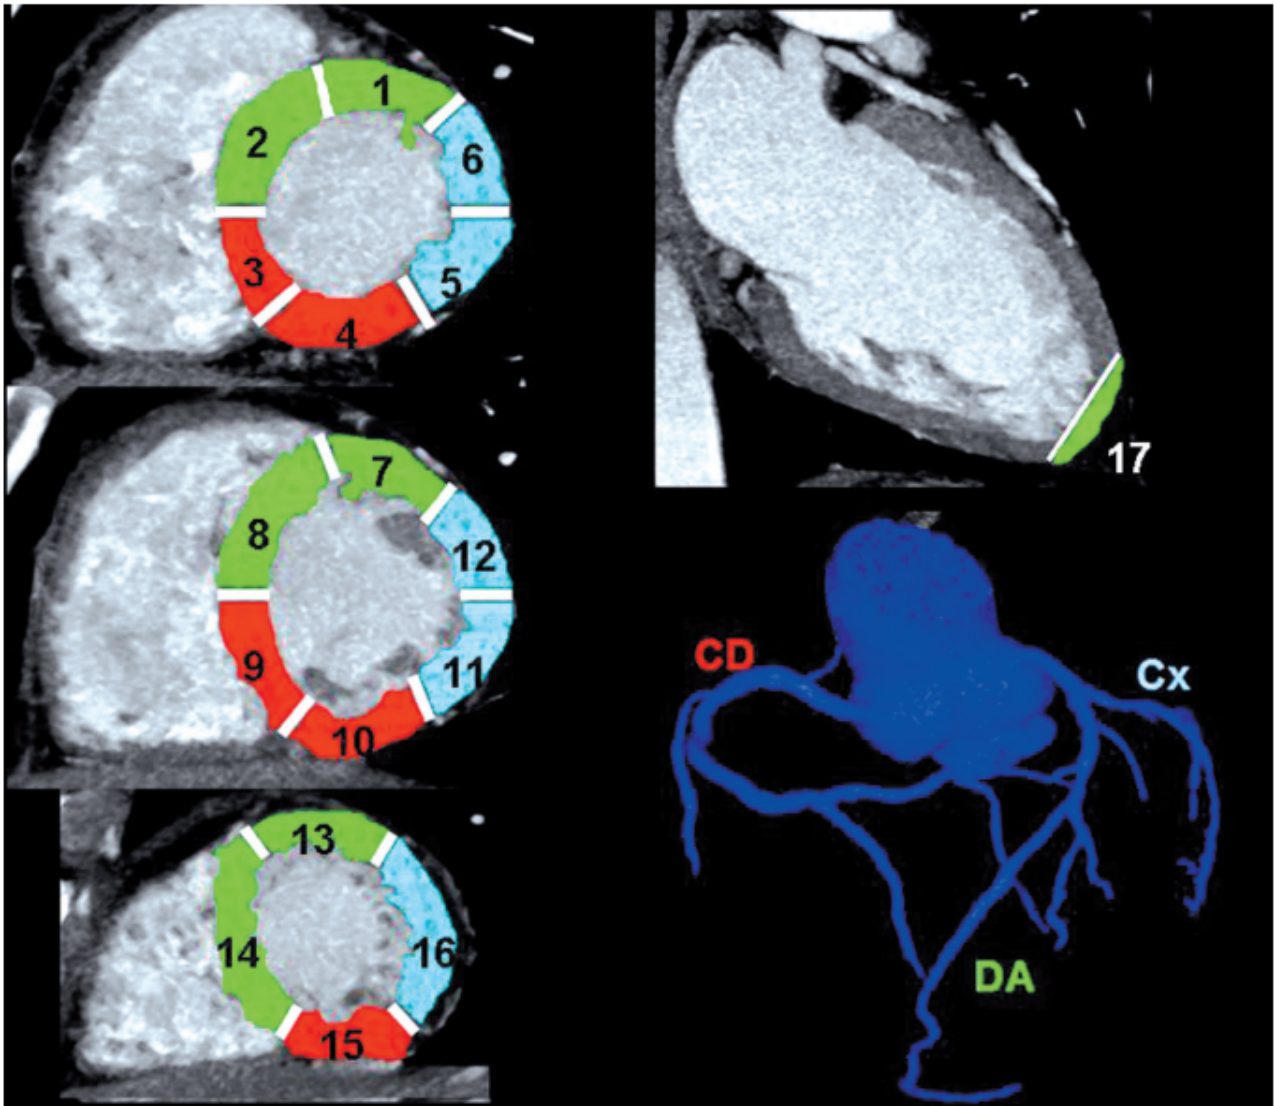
Correspondencia entre los 17 segmentos miocárdicos y los territorios irrigados por las arterias coronarias principales. CD: arteria coronaria derecha. Cx: arteria circunfleja. DA: arteria descendente anterior. 1: basal anterior. 2: basal anteroseptal. 3: basal inferoseptal. 4: basal inferior. 5: basal inferolateral. 6: basal anterolateral. 7: medio anterior. 8: medio anteroseptal. 9: medio inferoseptal. 10: medio inferior. 11: medio inferolateral. 12: medio anterolateral. 13: apical anterior. 14: apical septal. 15: apical inferior. 16: apical lateral. 17: ápex. *Reproducido con permiso de Bastarrika Alemañ G, Alonso Burgos A, Azcárate Agüero PM, Castaño Rodríguez S, Pueyo Villoslada JC, Alegría Ezquerra E. [Normal anatomy, anatomical variants, and anomalies of the origin and course of the coronary arteries on multislice CT]. Radiología 2008;50(3):197-206. (In spa). DOI: 10.1016/s0033-8338(08)71965-9.*
